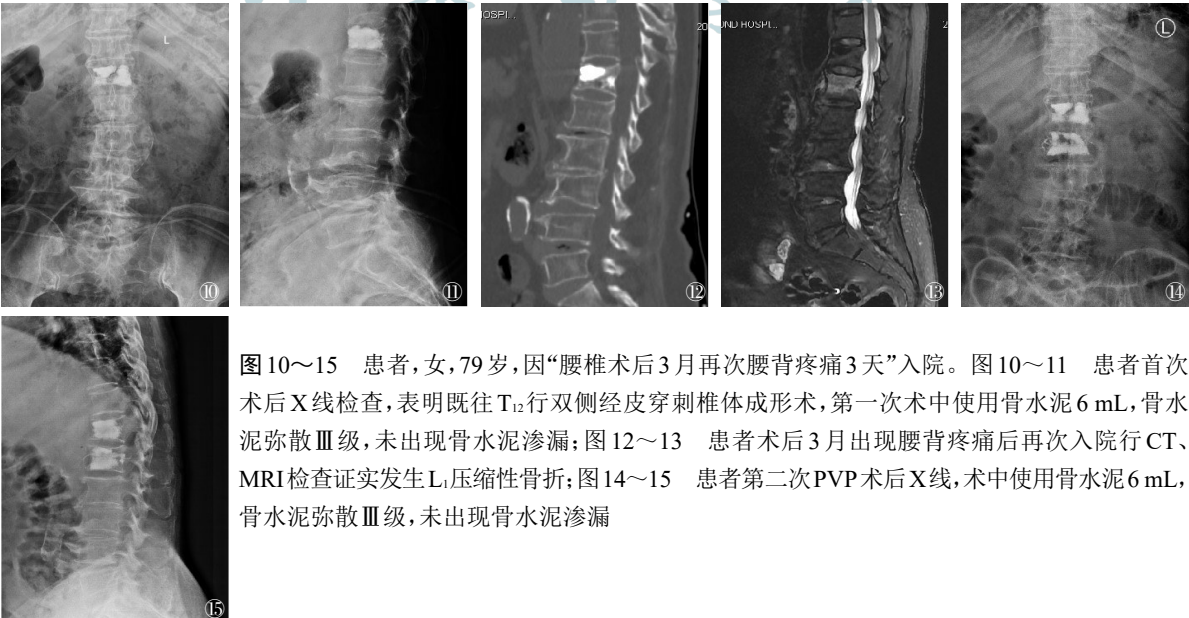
~15 患者,女,79岁,因“腰椎术后3月再次腰背疼痛3天”入院。图10~11 患者首次术后X线检查,表明既往T₁₂行双侧经皮穿刺椎体成形术,第一次术中使用骨水泥6 mL,骨水泥弥散Ⅲ级,未出现骨水泥渗漏;图12~13 患者术后3月出现腰背疼痛后再次入院行CT、MRI检查证实发生L₁压缩性骨折;图14~15 患者第二次PVP术后X线,术中使用骨水泥6 mL,骨水泥弥散Ⅲ级,未出现骨水泥渗漏
